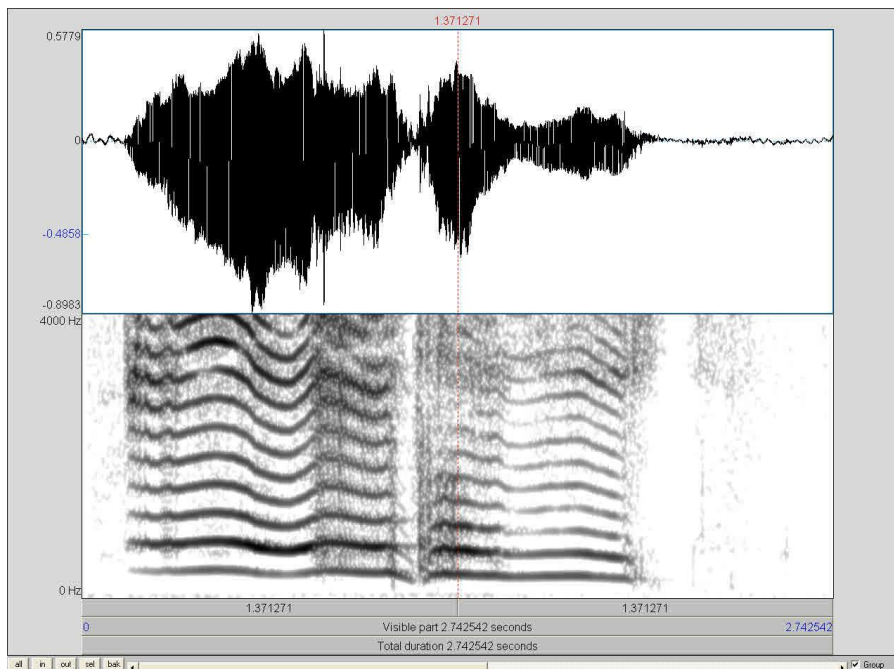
Schmalband-Frequenzspektrogramm eines Babbellautes mit konsonantähnlichem Element und Resonanzveränderung im Alter von 237 Tagen
